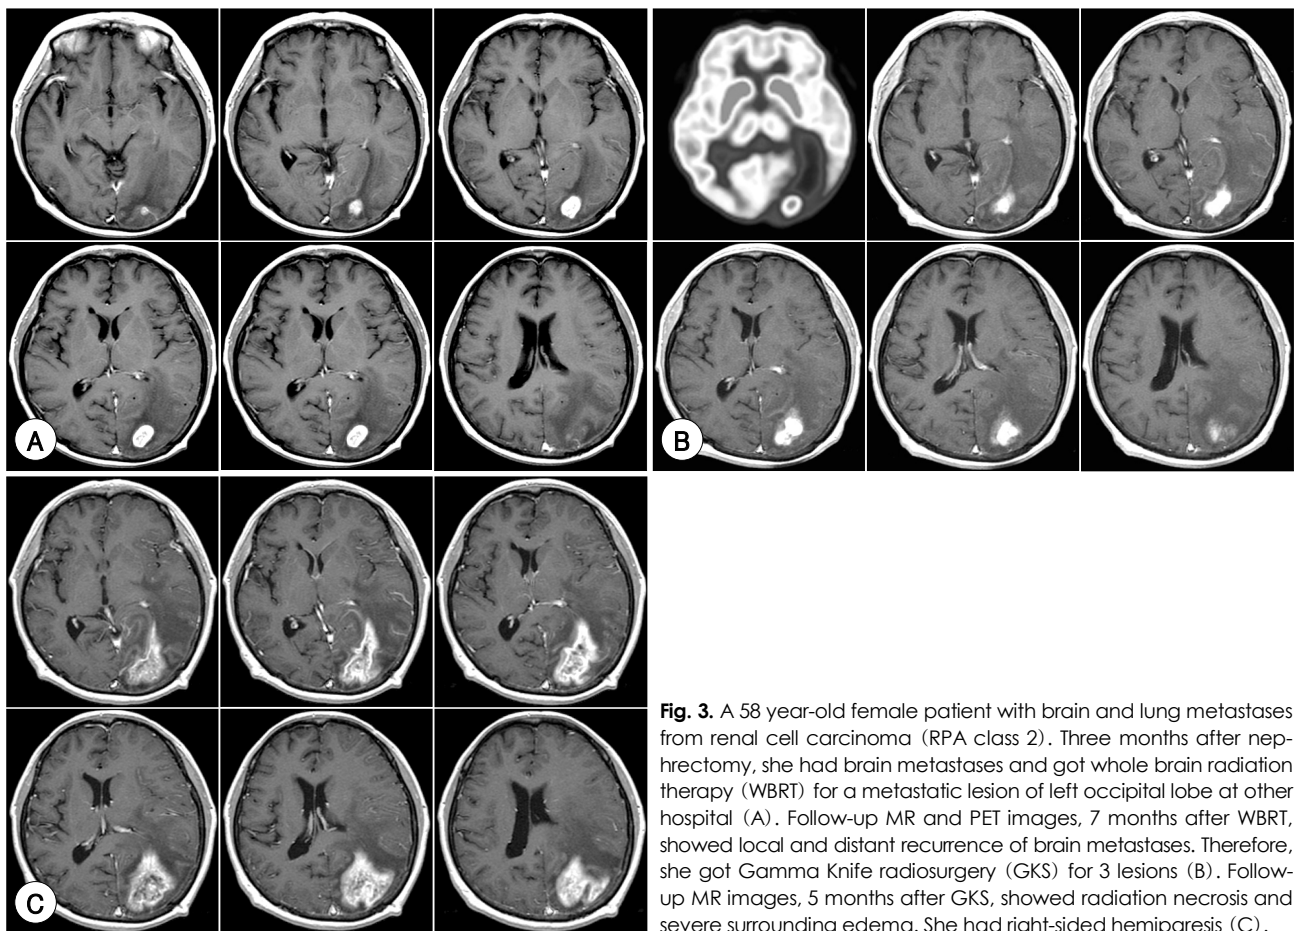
A 58 year-old female patient with brain and lung metastases from renal cell carcinoma (RPA class 2). Three months after nephrectomy, she had brain metastases and got whole brain radiation therapy (WBRT) for a metastatic lesion of left occipital lobe at other hospital (A). Follow-up MR and PET images, 7 months after WBRT, showed local and distant recurrence of brain metastases. Therefore, she got Gamma Knife radiosurgery (GKS) for 3 lesions (B). Follow-up MR images, 5 months after GKS, showed radiation necrosis and severe surrounding edema. She had right-sided hemiparesis (C).
